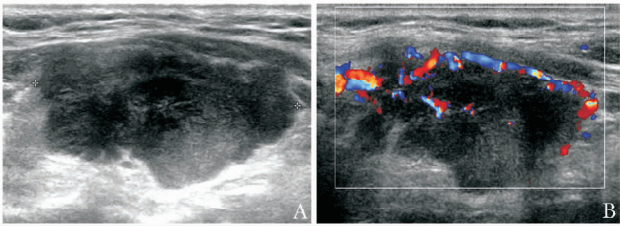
患者女，48 岁，甲状腺双侧对称性弥漫性病变，超声引导组织活检示慢性淋巴细胞性甲状腺炎（桥本病）
